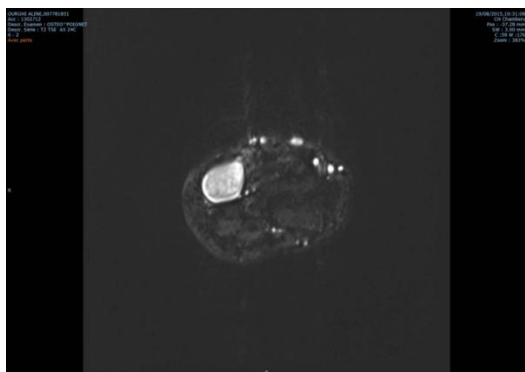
IRM de l'avant bras dans une coupe horizontale qui montre une image en hypersignal en T2 après injection de gadolinium.
